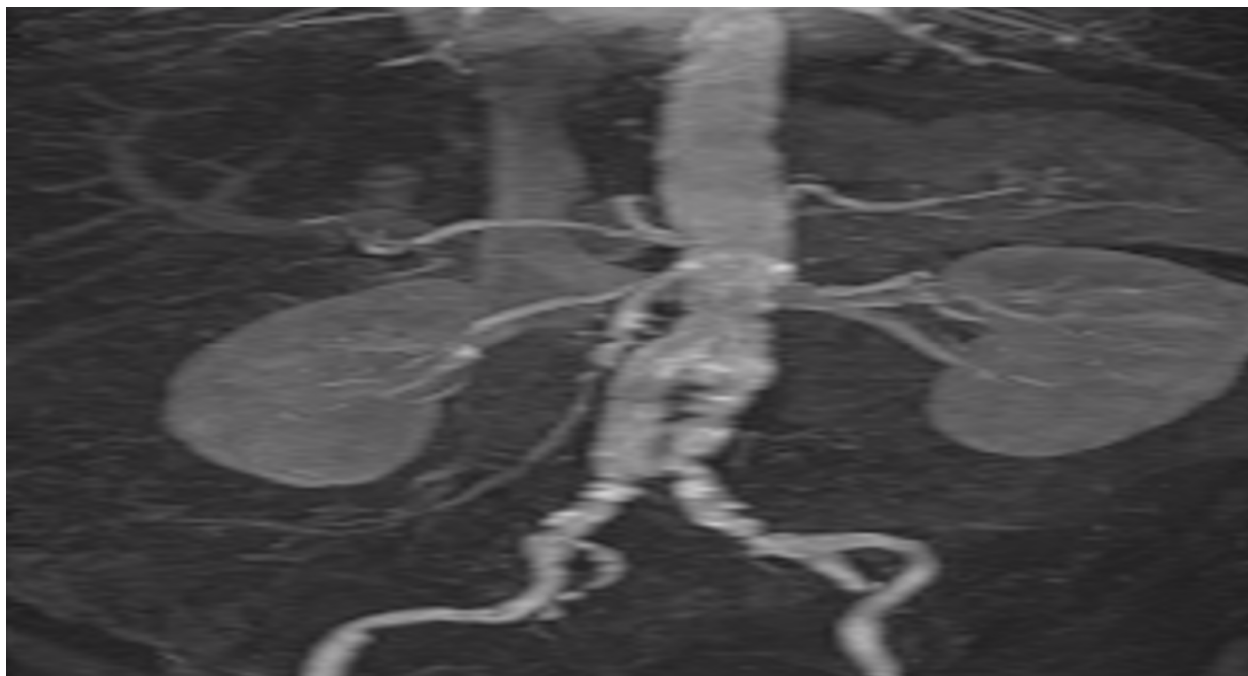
Angiorressonância com reconstrução em 3-D, não evidenciando vazamentos.
